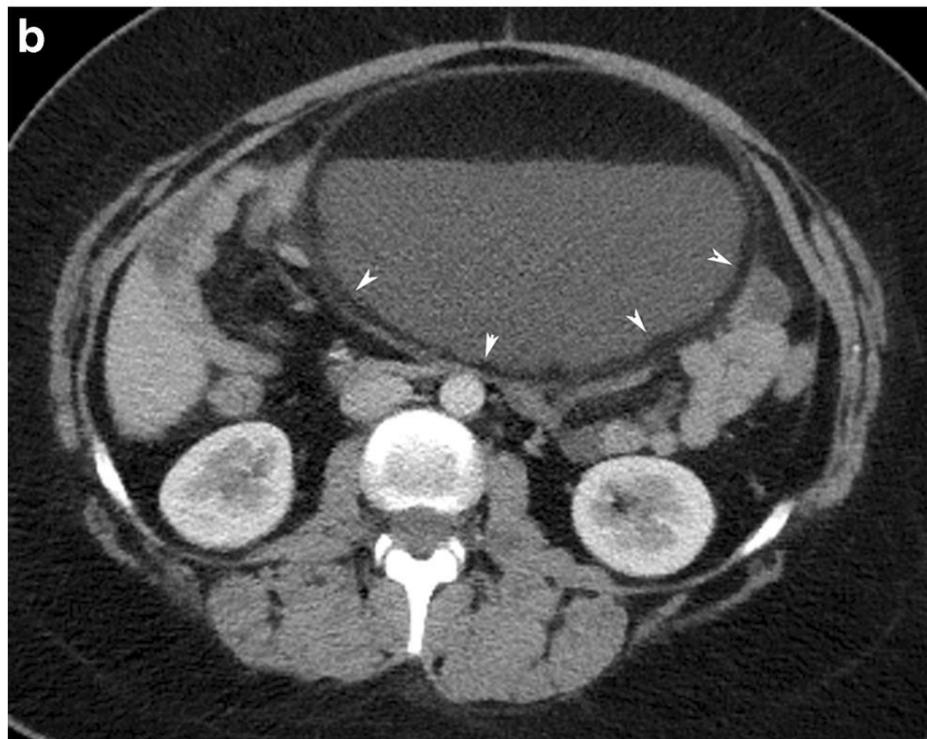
Tomografia computadorizada mostrando TCMO de grande volume, recoberto por fina camada de gordura (pontas de seta).
